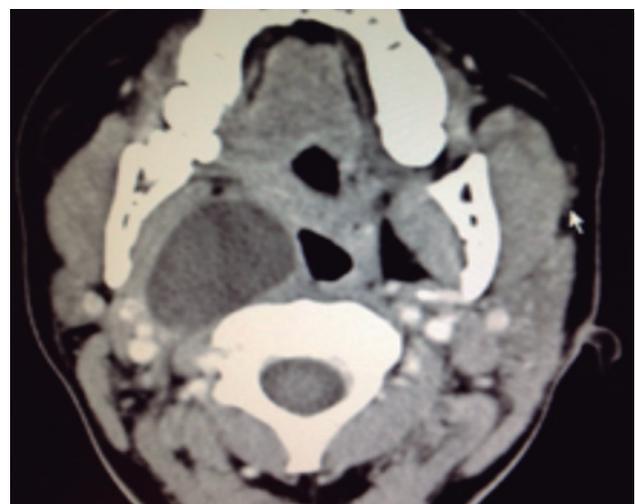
Imágenes del TC en el plano axial. Relación con los grandes vasos; afectación en orofaringe.
